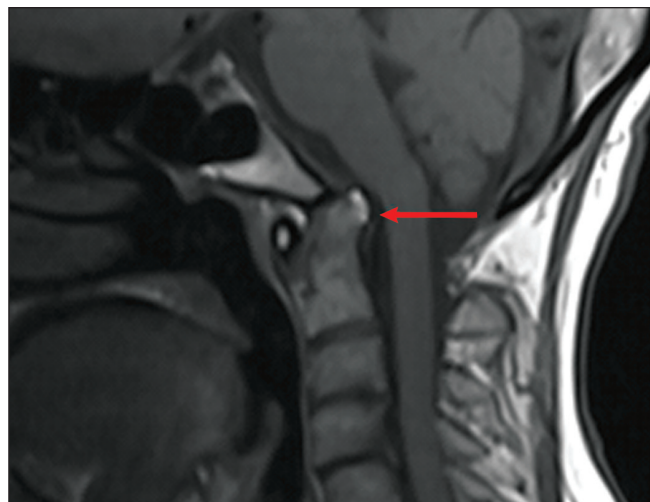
МРТ в режиме T1-ВИ/T2-ВИ STIR, сагиттальный срез. Пациентка, 45 лет, базиларная инвагинация относительно линии Чемберлена (стрелка)
